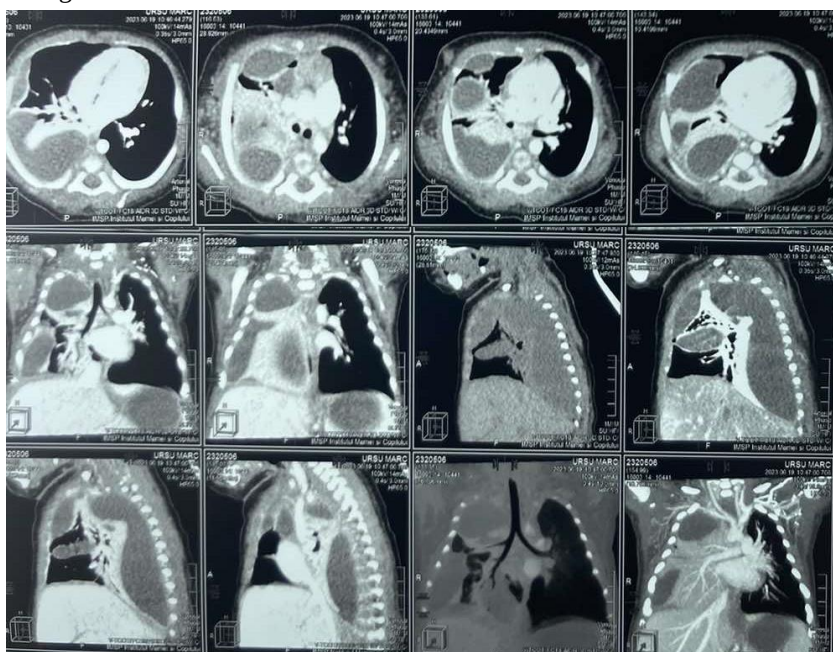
Copilul U.M., cu vârsta de 36 de zile. Tomografie compiuterizată efectuată preoperator la zi de la debutul bolii (explicații în text)
